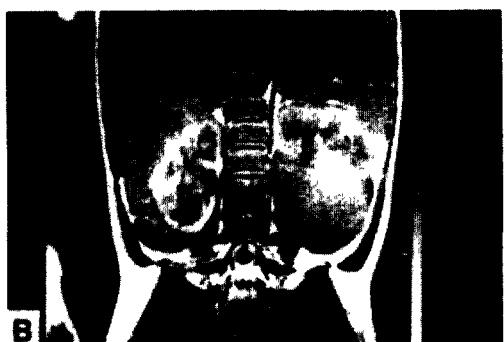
Computed tomographic scan of the abdomen reveals diameter 7cm sized, round soft tissue mass with irregular calcific plaques in the lower pole of left kidney(A). MRI scan shows diameter 7cm sized, inhomogeneous round shaped, high signal mass with centrally low signal calcification in the lower pole of left kidney at coronal section of T2-Weighted image(B).
